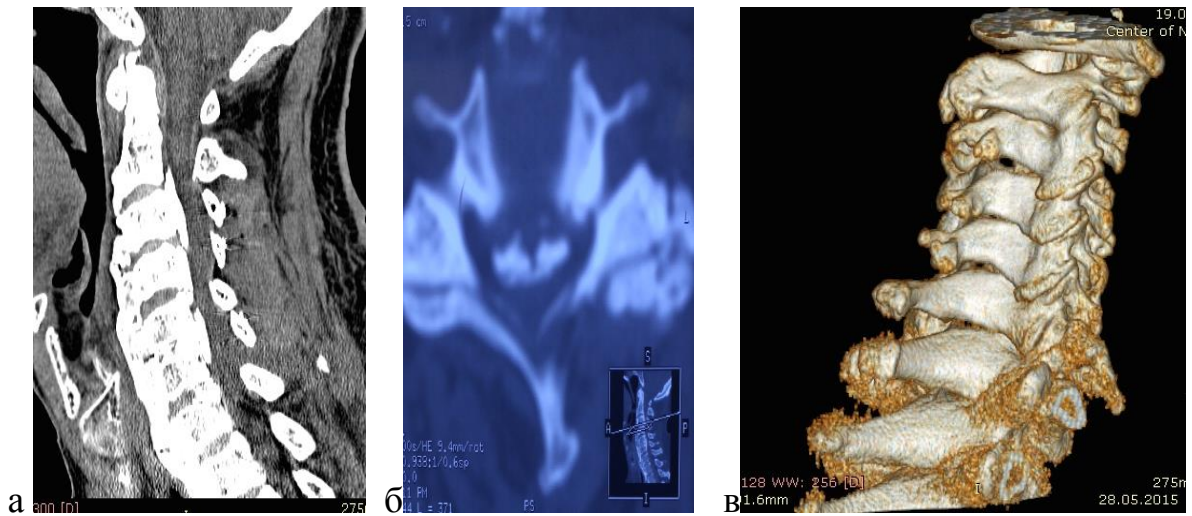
а, б. – Больной Ж-й, 73 лет. КТ картина протяженного стеноза за счет оссифицированной задней продольной связки. На аксиальном скане определяется абсолютный стеноз позвоночного канала. В клинической картине у больного грубый тетрапарез и тазовые нарушения. Рисунок 5 в. - Б-ой Д-ов, 56 лет. Предоперационная 3D реконструкция
